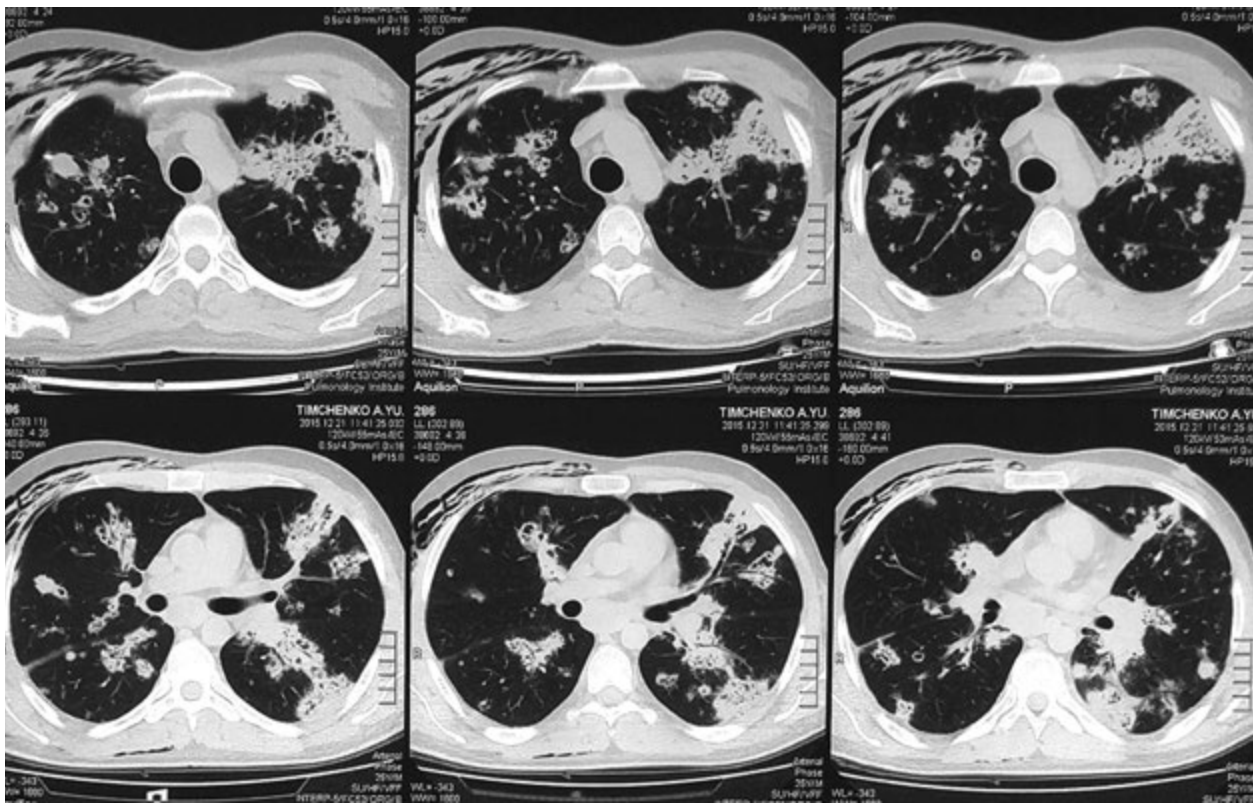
Комп'ютерна томографія органів грудної порожнини на 10-ту добу після операції. Діагноз — інвазивний аспергілез, прогресування процесу
